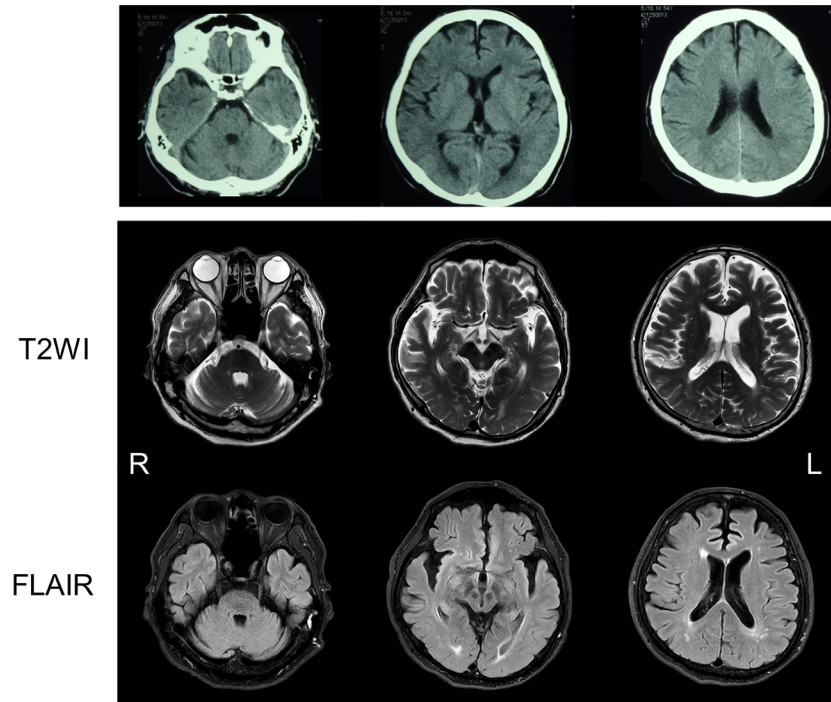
Brain CT and MRI findings.
